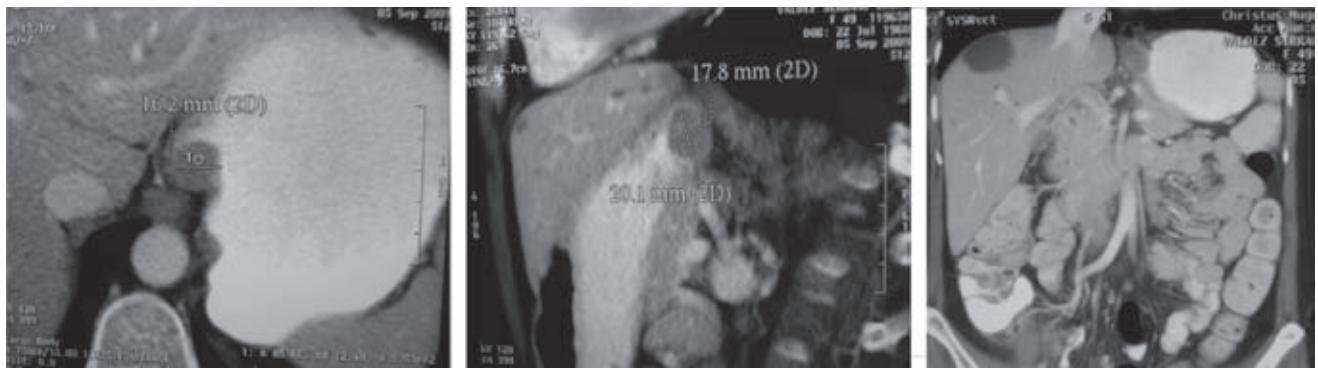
TC de abdomen con presencia de engrosamiento de la pared a nivel de la unión esofagogástrica, de 2.5 x 1.4 cm, de superficie lisa. Hay múltiples imágenes de quistes simples en el hígado de 0.5 a 2.0 cm. No se identifican adenopatías.
